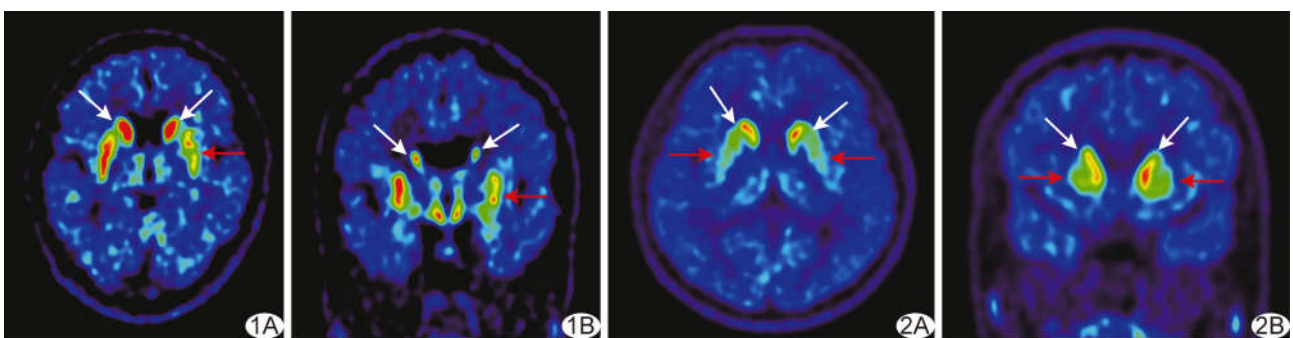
PD 患者,男,62 岁,右上肢不自主抖动伴僵硬 6 个月 ¹⁸F-FP-DTBZ PET 图示双侧尾状核放射性摄取正常(白箭)、左侧壳核摄取减低并以后部为著(红箭) A. 轴位; B. 冠状位 图 2 MSA-C 患者,男,63 岁,步态不稳进行性加重 11 个月 ¹⁸F-FP-DTBZ PET 图示双侧尾状核摄取略减低(白箭)、以右侧为著,双侧壳核摄取明显减低(红箭) A. 轴位; B. 冠状位
